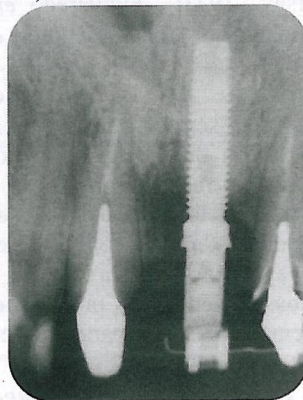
Radiografia periapical evidenciando o procedimento de extrusão com "brackets" posicionados no implante e no dente 22.
